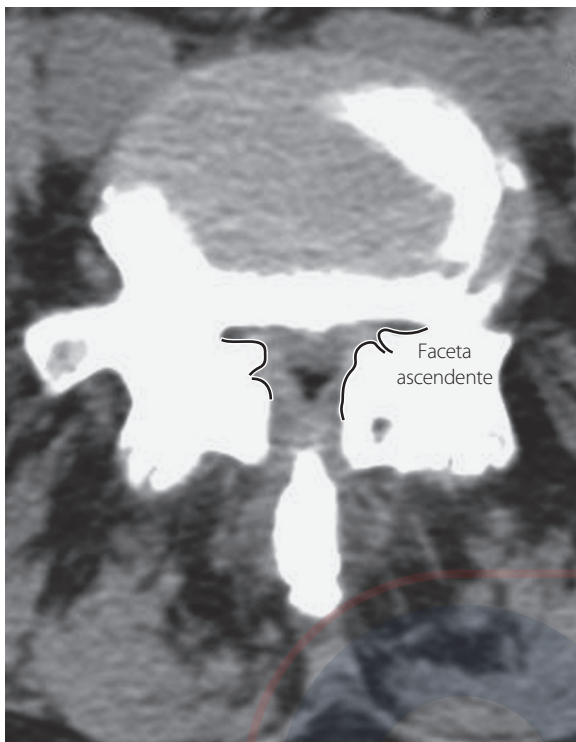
En algunos casos, la hipertrofia de la faceta lumbar solo puede detectarse de manera inequívoca si se usa la CT
